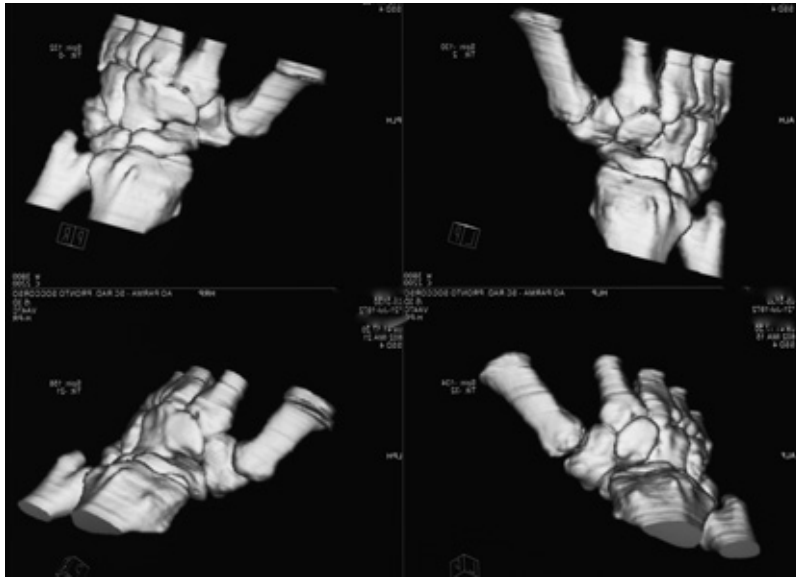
RMN 3D di controllo a 6 anni di distanza. Il posizionamento corretto del trapezio mantenuto senza segni di artrosi.
